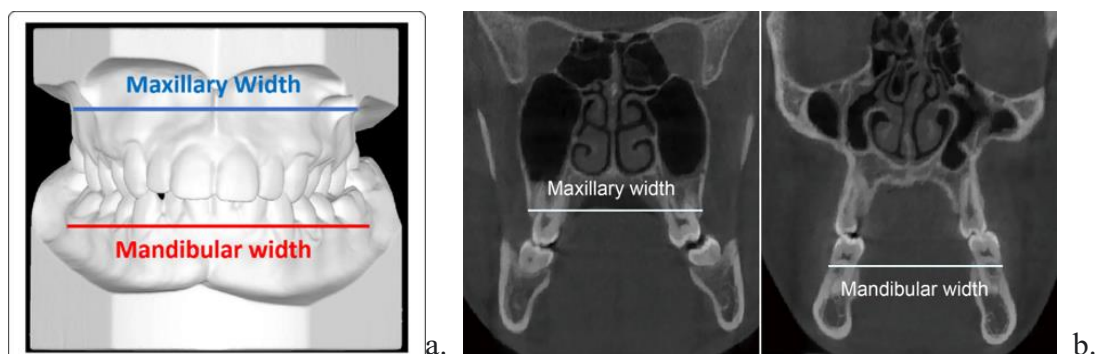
Medición de la diferencia de la anchura entre las arcadas maxilar y mandibular. a. mediante estudio de modelos de escayola. Tomada de Cantarella y cols. 2017, 2018 (14,81). b. mediante CBCT. Tomada de Li y cols. 2021. (118)
